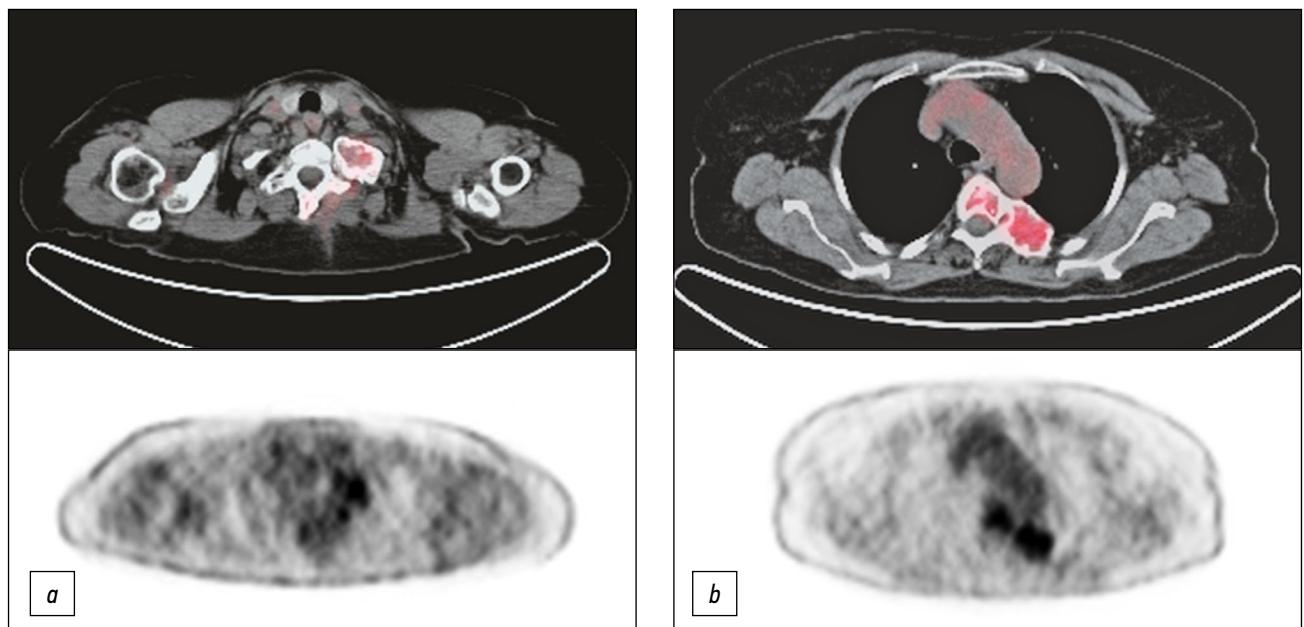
图 4正电子发射断层扫描和氟脱氧葡萄糖CT (¹⁸F-FDG的PET-CT) 显示左第一根肋骨后弓 (a)、第五胸椎和相应的左肋后弓 (b) 的示踪剂摄取增加。
